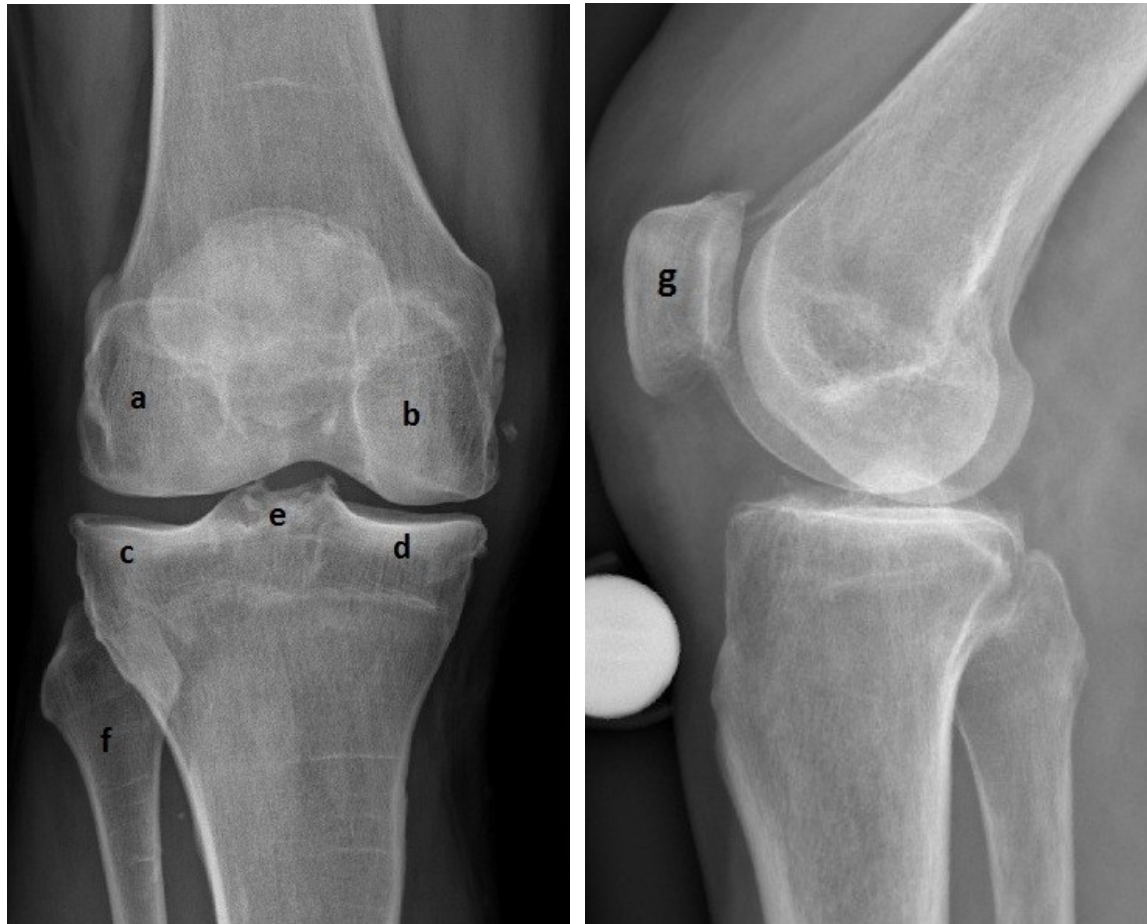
Röntgenaufnahmen eines Kniegelenkes von vorne und von der Seite. a: Condylus lateralis femoris, b: Condylus medialis femoris, c: Condylus lateralis tibiae, d: Condylus medialis tibiae, e: Eminentia intercondylaris, f: Fibula, g: Patella. Quelle: Univ. Klinik für Orthopädie und orthopädische Chirurgie Graz
